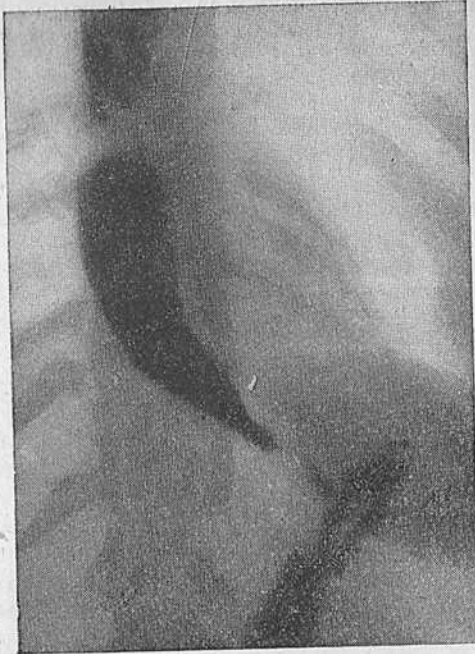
Больная Б. Ахалазия кардии II типа. Рентгенограмма пищевода. Расширение просвета пищевода. Отсутствие газового пузыря желудка.
